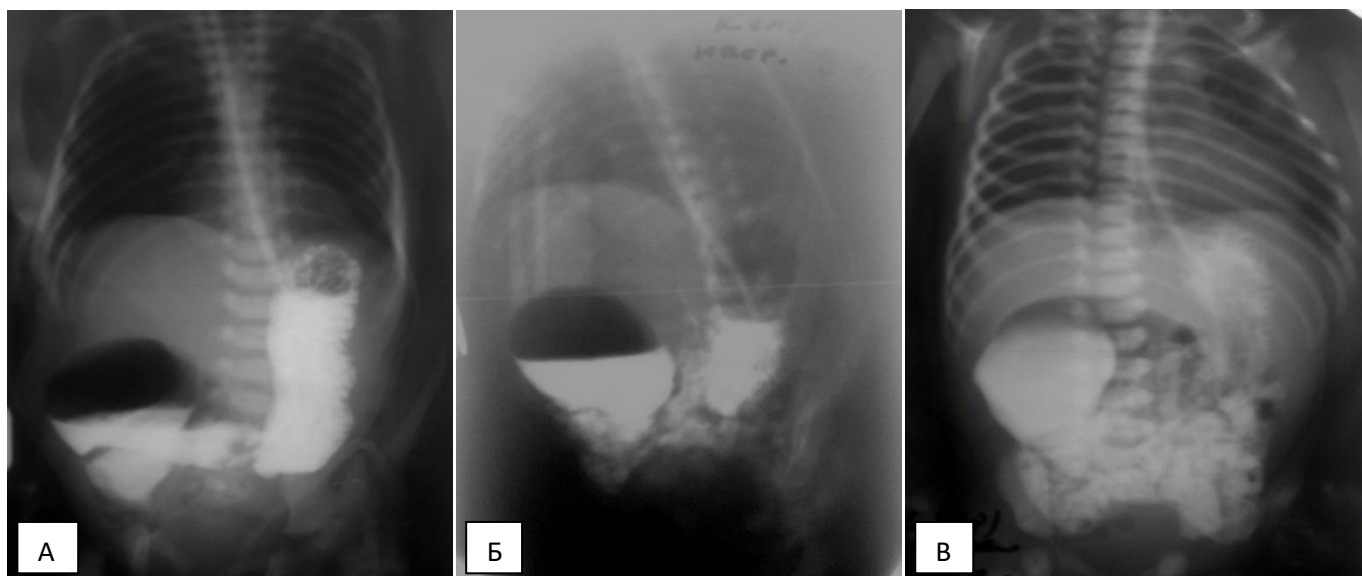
Пасаж по ШКТ у дитини Кендзьора Мар'яна, МКСХ № 783/63, на 7 добу після операції: рентгенограма через 1 годину (А), 3 години (Б) та 8 годин (В) після введення контрасту.
